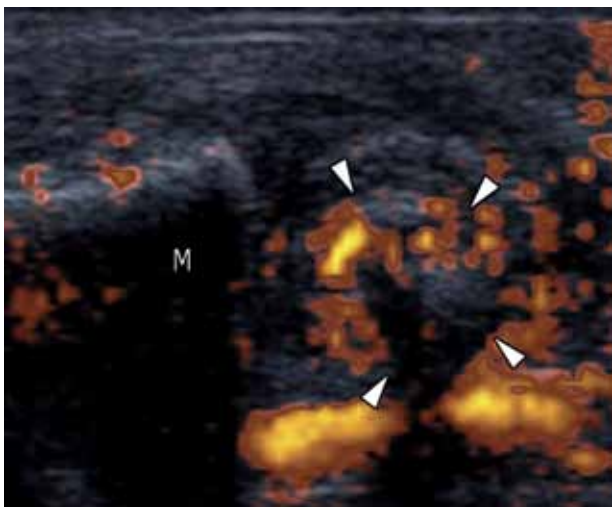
Doppler color de la cabeza femoral de un bebé de un mes de edad en posición neutro con perfusión de la cabeza.
